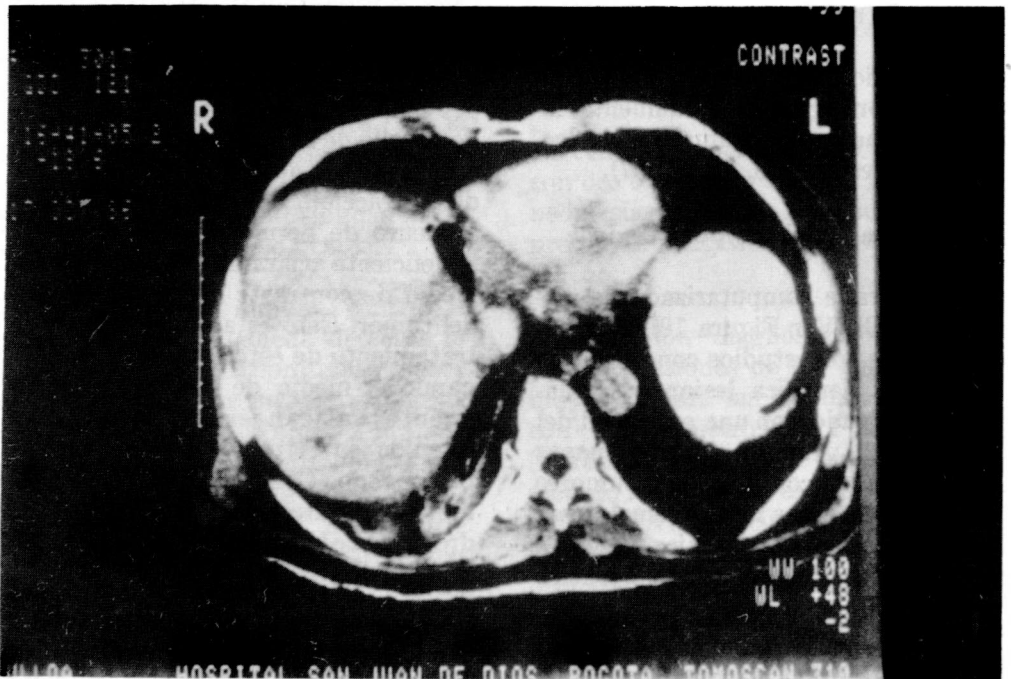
TAC abdominal. Hepatocarcinoma del lóbulo derecho.
